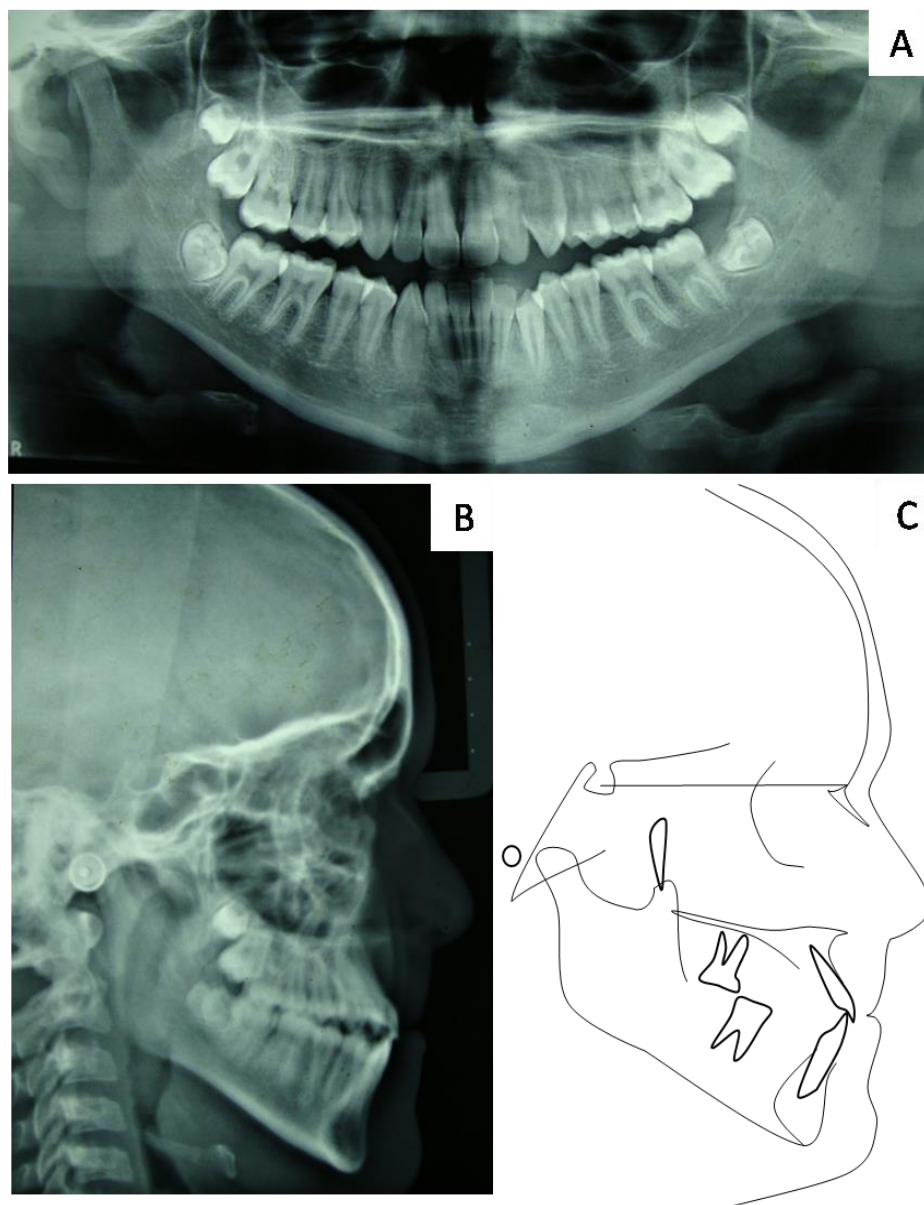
(A)Raio-x panorâmico inicial; (B)Telerradiografia inicial; (C) Traçado inicial
